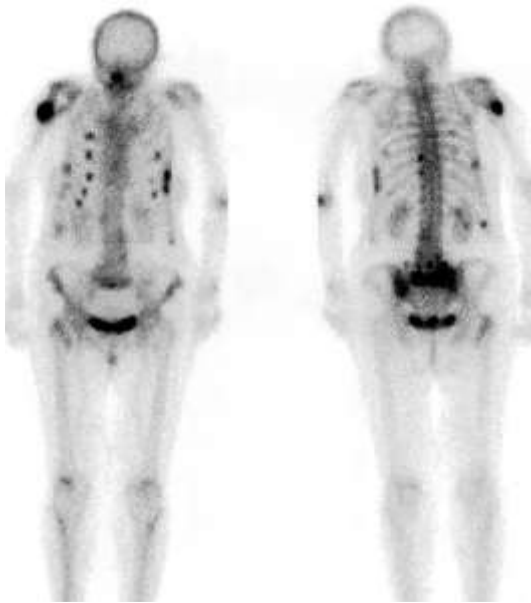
Передня (ліворуч) і задня (праворуч) сцинтиграми всього тіла, отримані у пацієнта, який впав, демонструють численні вогнища підвищеного поглинання радіоактивних індикаторів. Лінійно розподілені реброві вогнища та H-подібна сакральна активність вказують на травму як причину цих вогнищ. Підвищена активність правого проксимального відділу плечової кістки внаслідок перелому.
